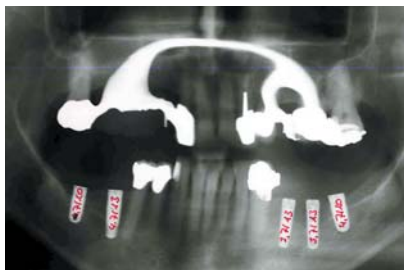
Post-OP Röntgenkontrolle nach UK Implantation. – Abb. 9: UK Abschlussbefund. – Abb. 10: UK Abschlussbefund, 4. Quadrant.
